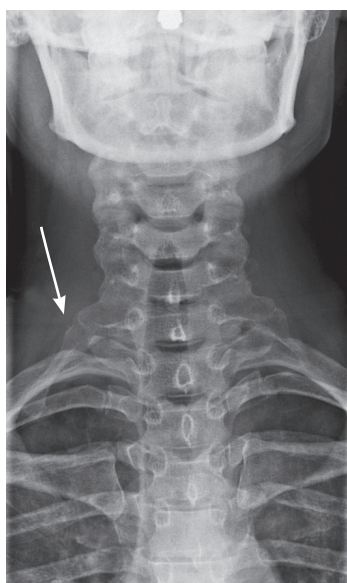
Рентгенография пациентки М. Определяется полноценное добавочное шейное ребро справа, а также фрагмент ребра слева. Стрелка указывает на недоразвитое шейное ребро с правой стороны (из личного фотоархива Л.М. Стрелковой)
